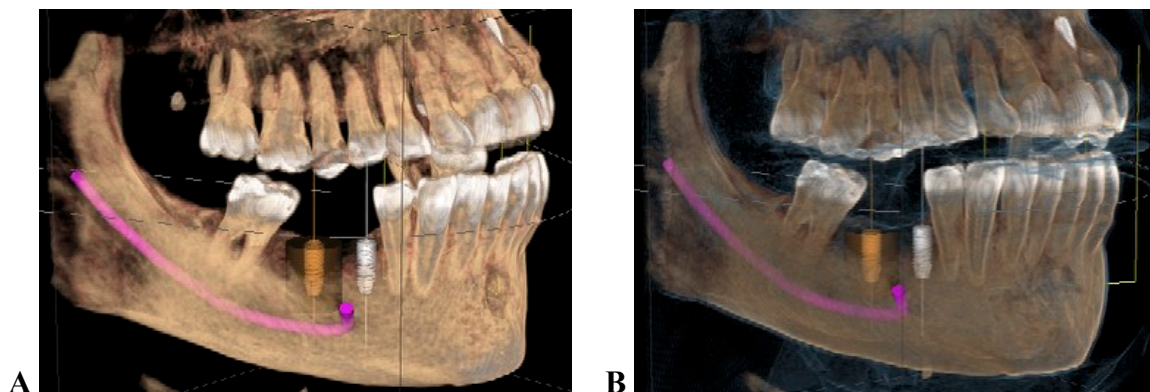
Planificación virtual de la colocación de los implantes en el sector posterior mandibular mediante reconstrucción 3D de la mandíbula en imágenes de tomografía computada por haz cónico. 2A y 2B: Simulación virtual de la colocación de los implantes de acuerdo con la posición del n. Alveolar inferior y la disponibilidad ósea.
